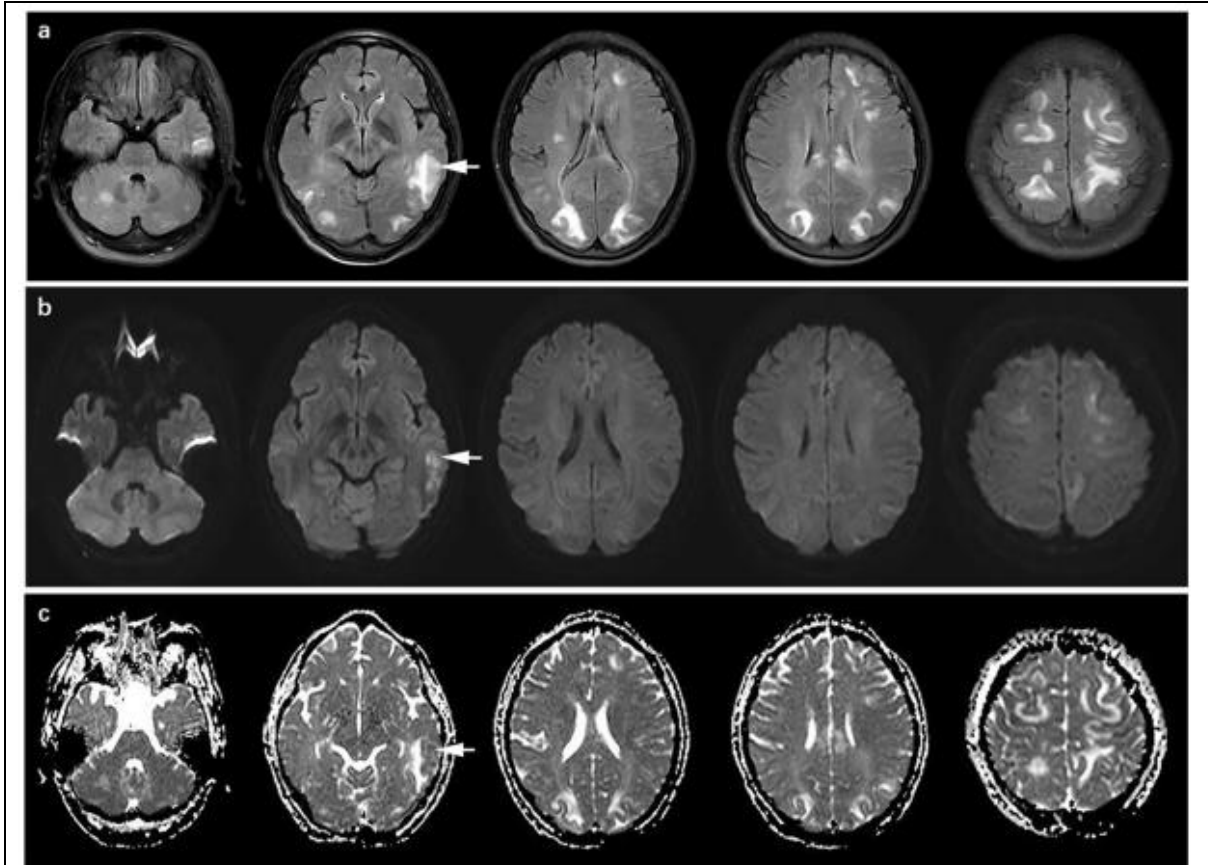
Imágenes características del síndrome de encefalopatía posterior reversible en la resonancia magnética de pacientes con preeclampsia-eclampsia.
